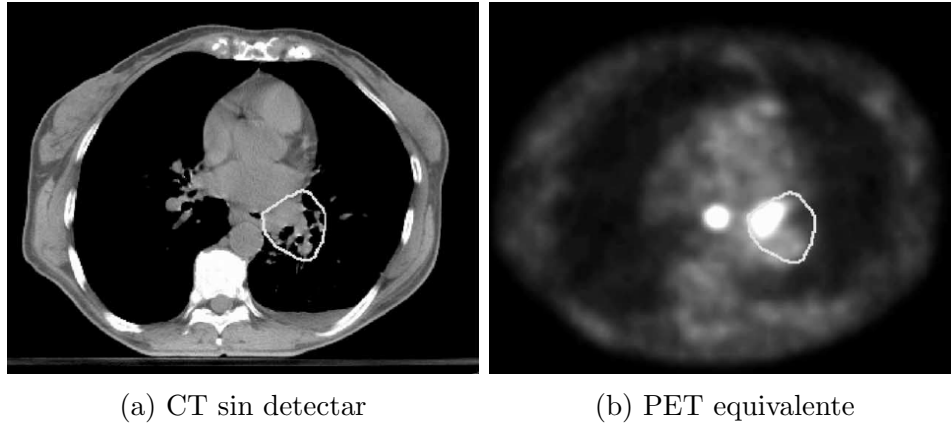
Ejemplo de región sin detectar en CT pero visible en PET [5]
